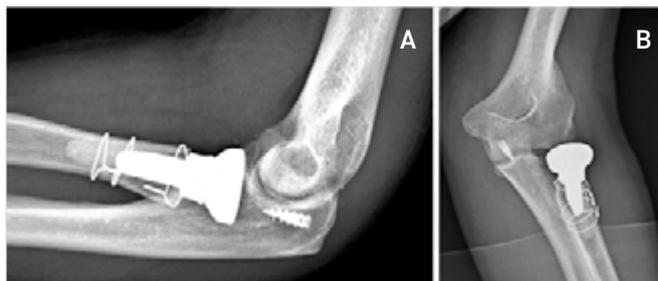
A, B) Controllo radiografico post-operatorio.
